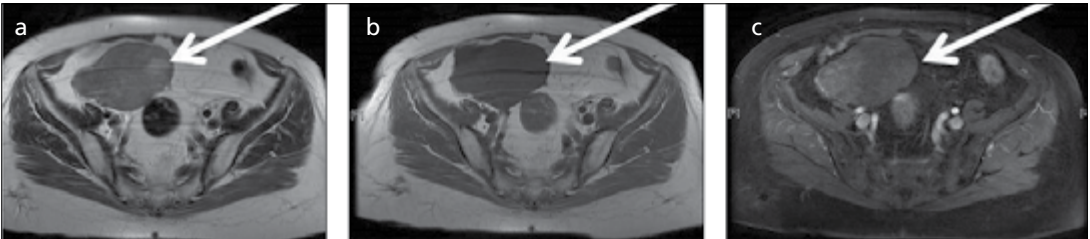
a-c. İmmatür teratom MRG bulguları. (a) T1A kesitte hafif hiperintens (b) T2A kesitte belirgin hiperintens yağ (Y) ve solunda kistik component ve duvarında solid nodül (oklar) izlenmekte, c) post-kontrast kesitte solid nodülün kontrastlanması immatür olduğunun bulgusudur.
